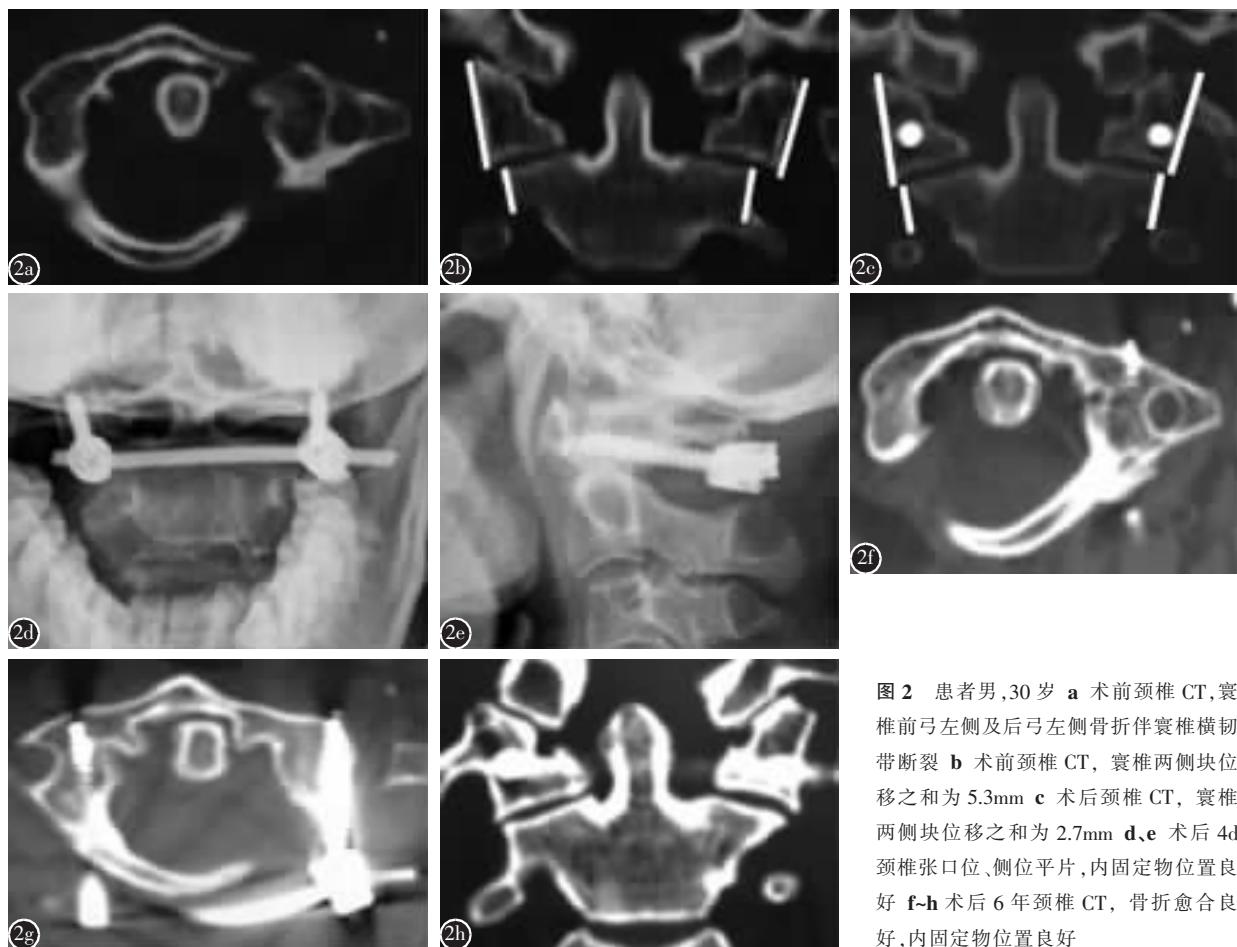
患者男,30岁 a 术前颈椎 CT,寰椎前弓左侧及后弓左侧骨折伴寰椎横韧带断裂 b 术前颈椎 CT, 寰椎两侧块位移之和为 5.3mm c 术后颈椎 CT, 寰椎两侧块位移之和为 2.7mm d、e 术后 4d 颈椎张口位、侧位平片, 内固定物位置良好 f-h 术后 6 年颈椎 CT, 骨折愈合良好, 内固定物位置良好
